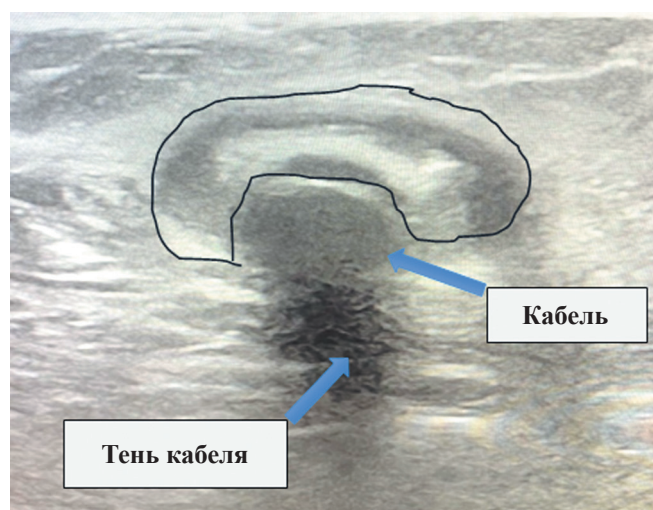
УЗИ-картина локального воспаления в толще подкожной жировой клетчатки по ходу кабеля управления системы ДМПК. Область выделения – округлое анэхогенное образование с неровными нечеткими контурами с гиперэхогенными включениями, с толщиной слоя до ~4–5 см с признаками воспаления и жидкостным содержанием
